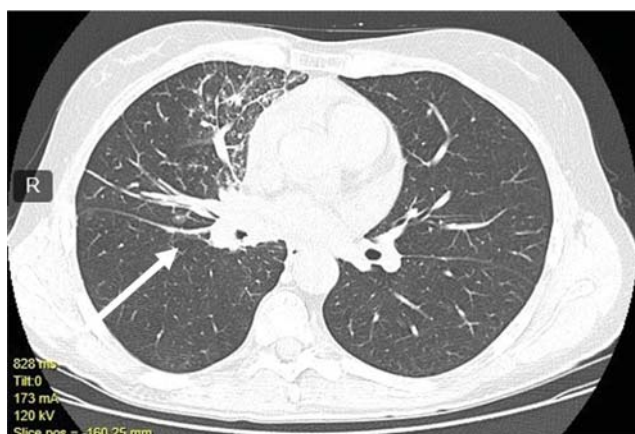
МСКТ органов грудной клетки от 30.11.2018г.
